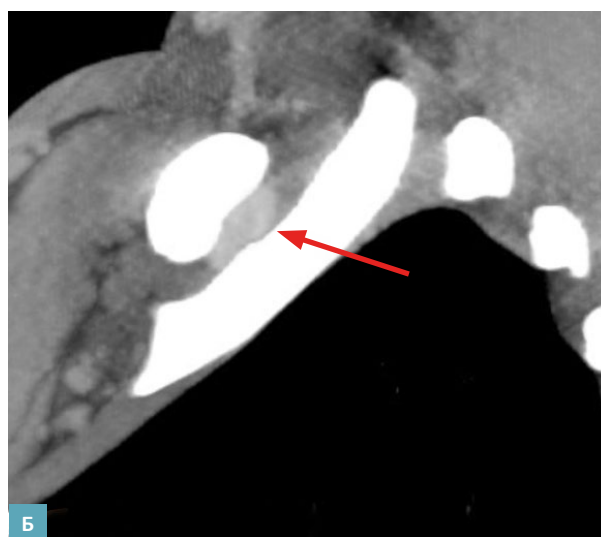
КТ-ангиография. Мультипланарная реконструкция во фронтальной (А) и сагитальной (Б) плоскостях на уровне ключицы и первого ребра при отведении симптоматической руки. Подключичная вена смещается кпереди и компримируется между ключицей и первым ребром.
